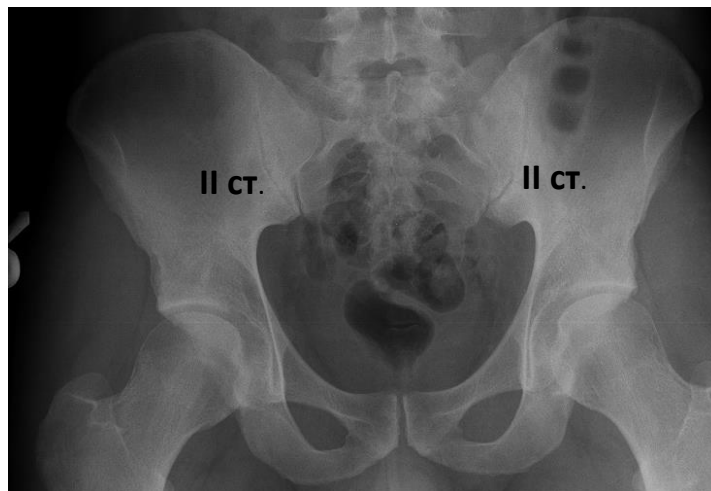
Рентгенография таза у пациента П. на момент включения в исследование
